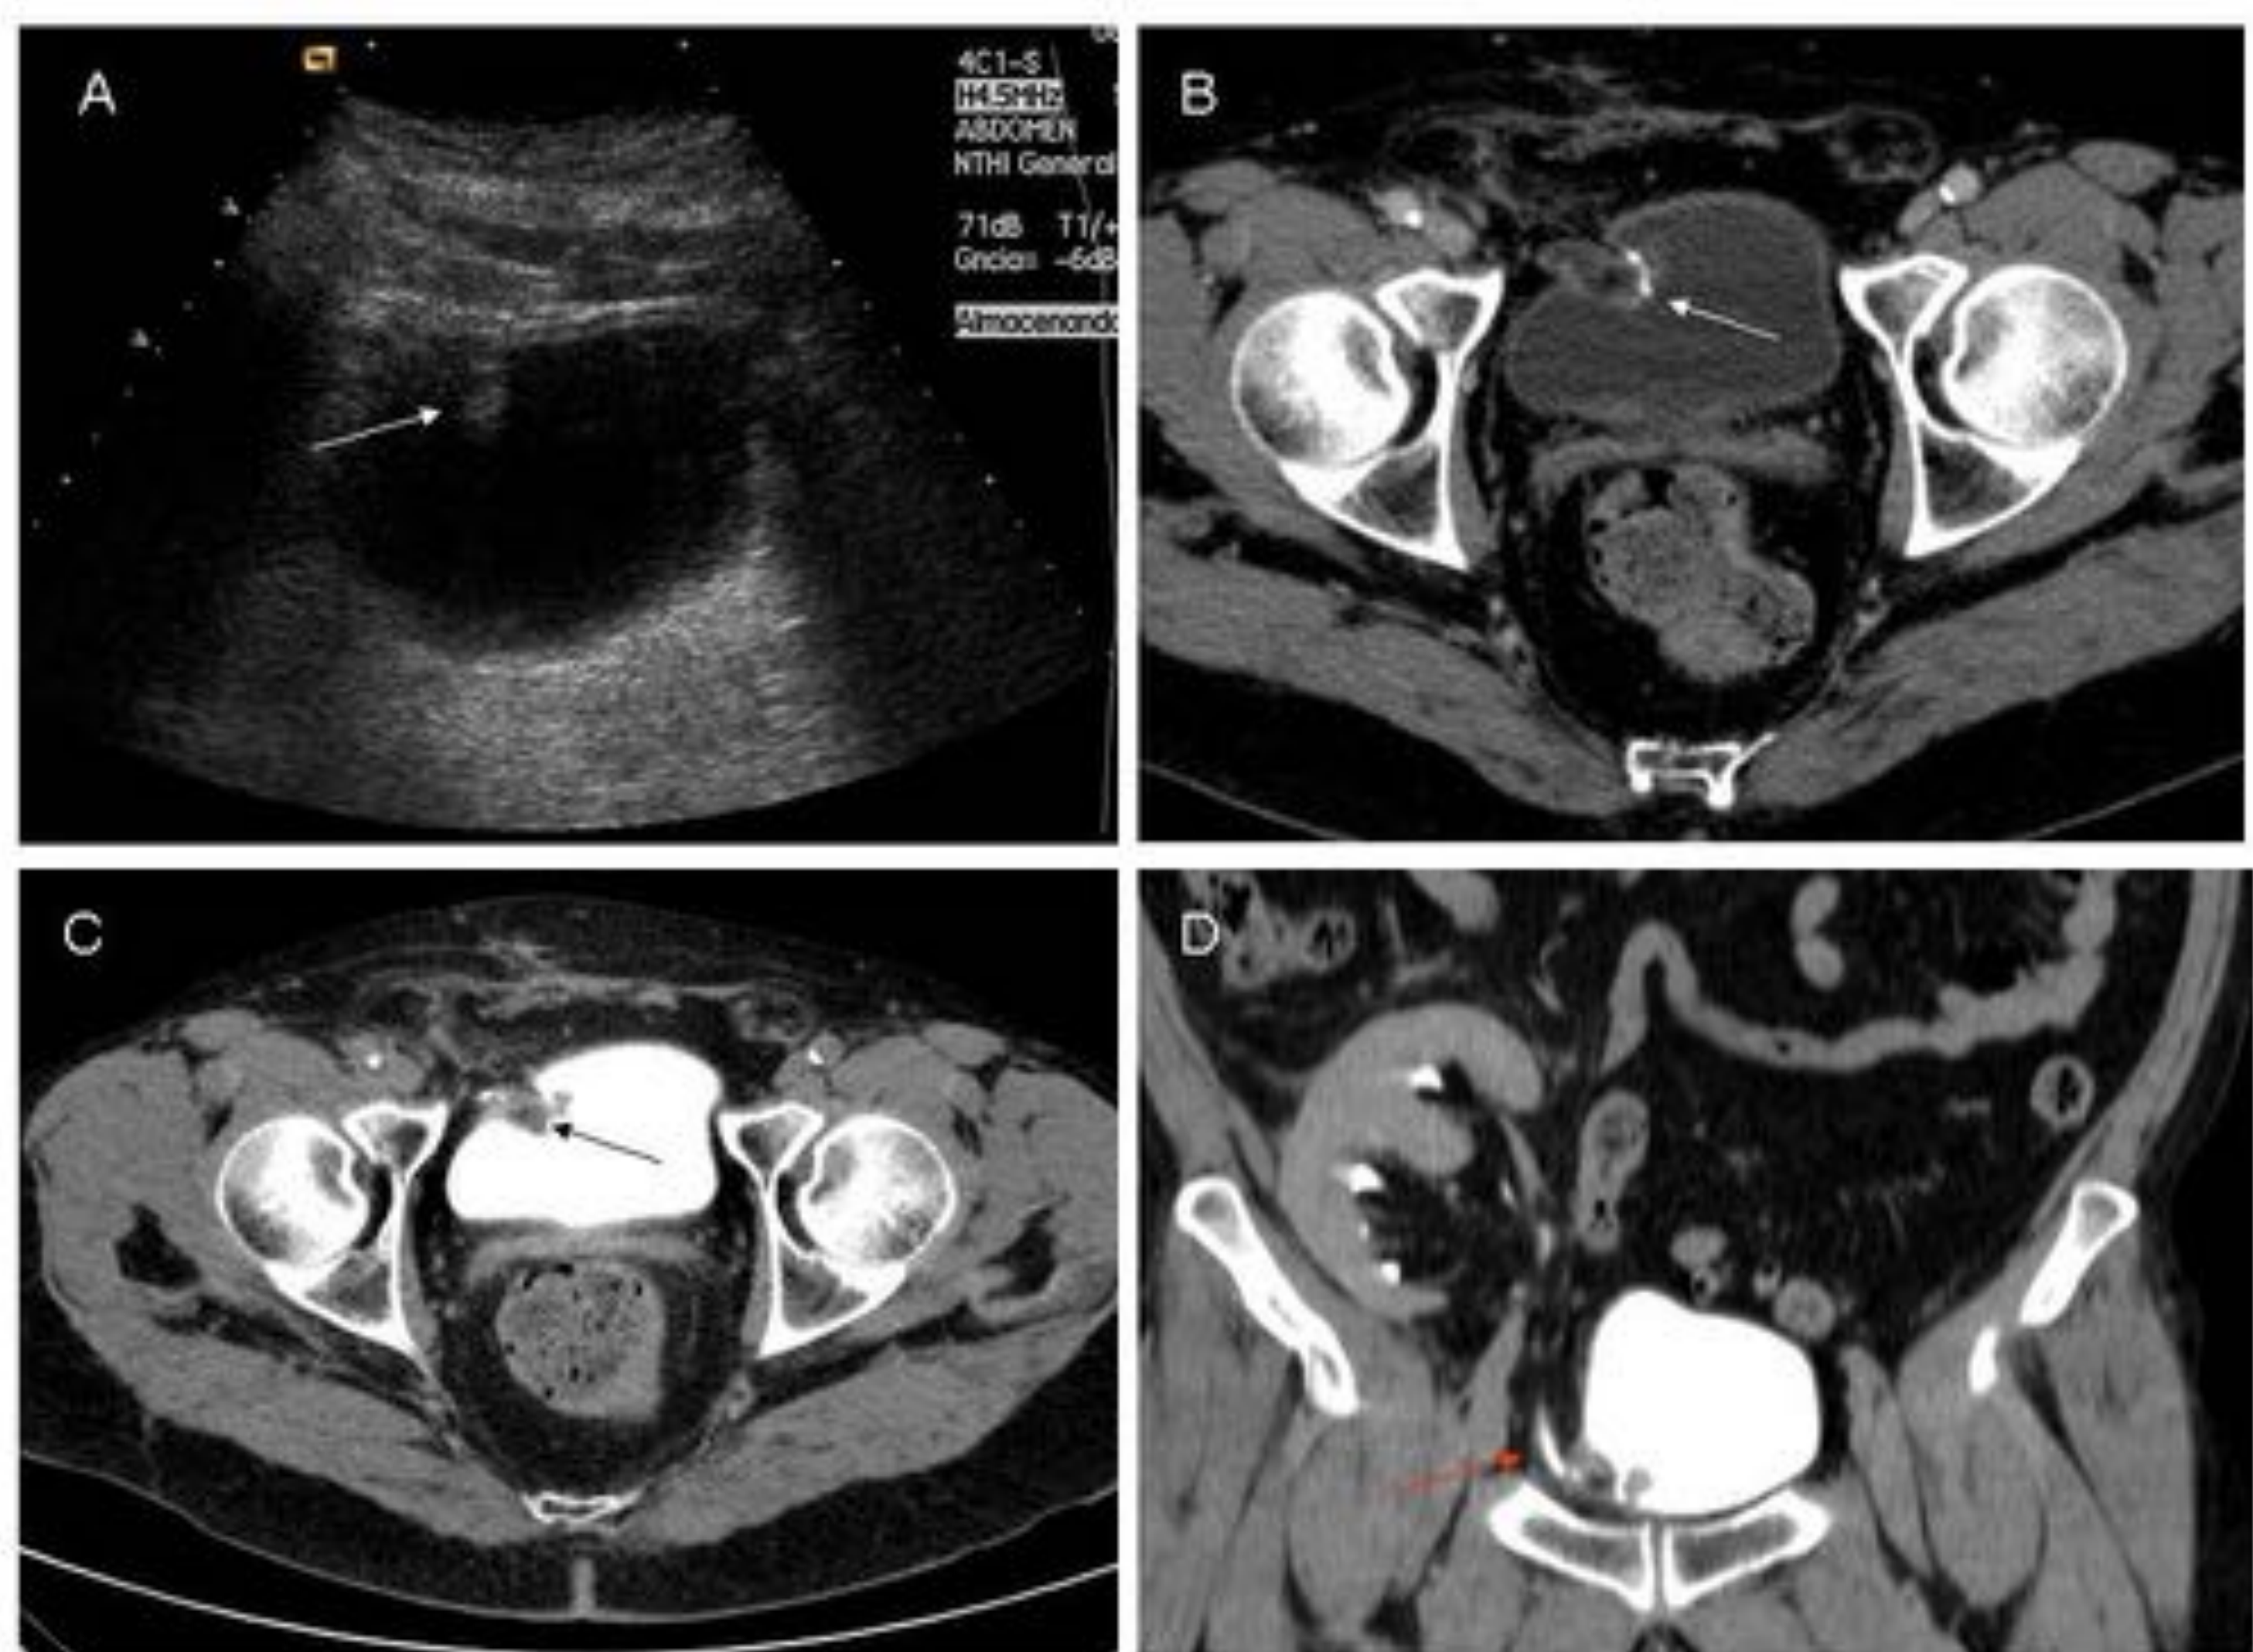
Hidronefrosis secundaria a granuloma. En la ecografía se aprecia una imagen hiperecogénica (flecha blanca), compatible con granuloma. Se completó estudio con uroTC (imágenes B, C y D) comprobándose la existencia de un granuloma en la anastomosis ureterovesical (flechas rojas).
